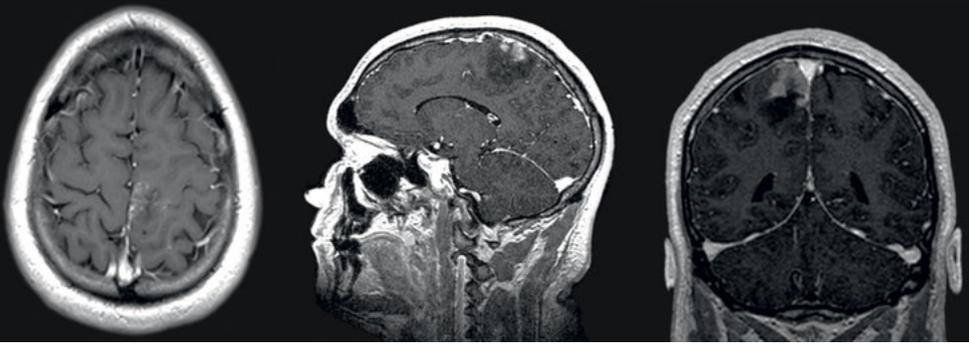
Präoperatives MRT-Bild des Gehirns in drei Ebenen (T1 nach Kontrastmittelgabe). Zum besseren Verständnis der Bildkette wurden die axiale und koronare Darstellung gespiegelt (im Bild links = am Patienten links).
